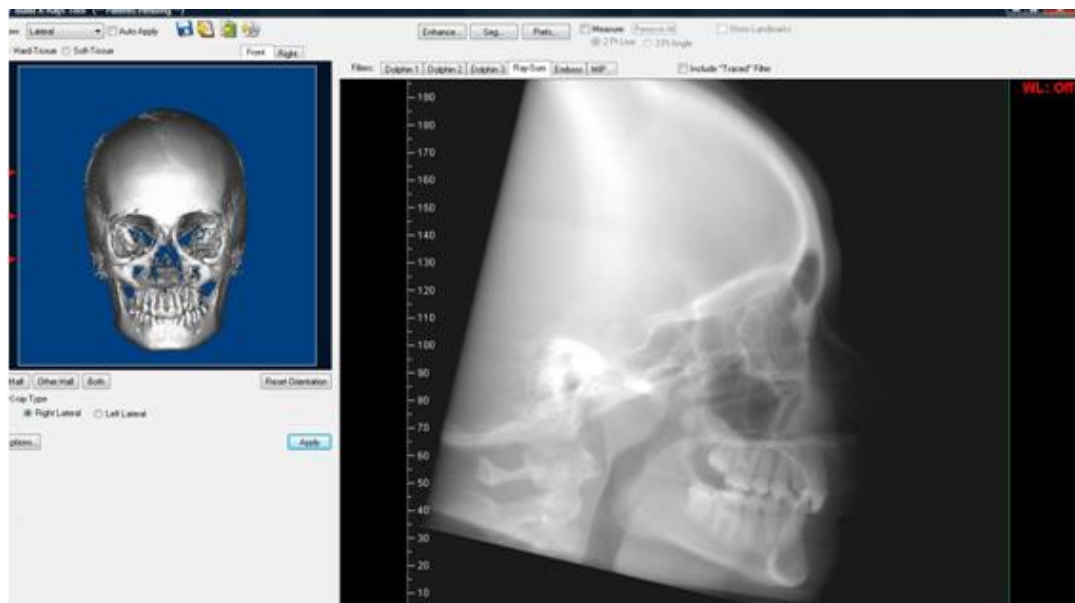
Ferramenta de construção de radiografias do programa *Dolphin Image*. Foi optado pela aplicação do filtro *Ray-Sum*, por possibilitar maior definição do espaço aéreo.
